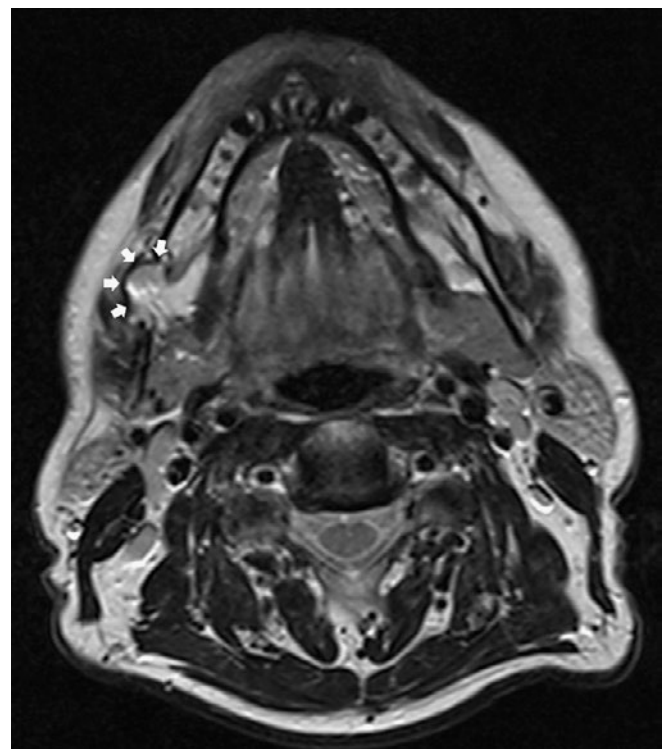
Magnetresonanztomografie (T2-Gewichtung, axial) bei Erstuntersuchung zeigt in den Hohlraum prolabierte Weichgewebe (Pfeile)
